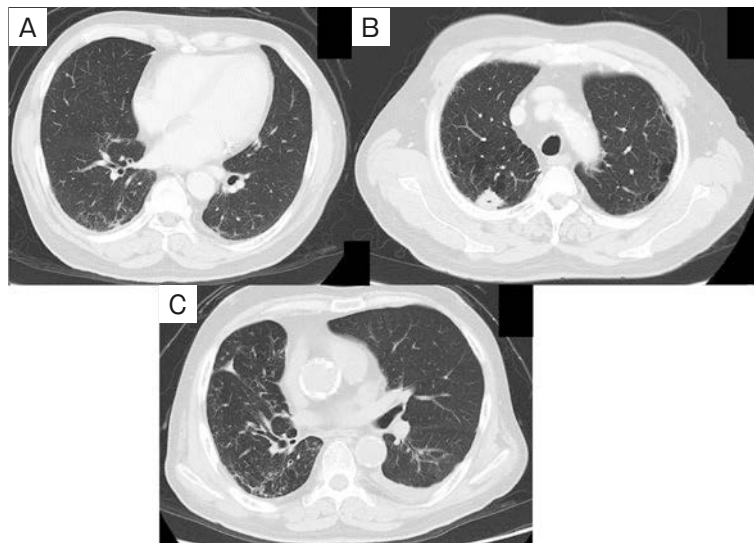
Chest CT of case 2. (A) The chest CT on first admission revealed that the slight reticular shadow was distributed mainly on the bilateral lower lobe of the lung. (B) The chest CT on first admission also detected a 22 mm solid nodule with an internal cavity on the right upper lobe. A low attenuation area was also visible mainly in the bilateral centrilobular area. (C) Follow-up chest CT after surgery showed no apparent deterioration in the ground glass opacity and reticular shadow in the bilateral lower lung.
